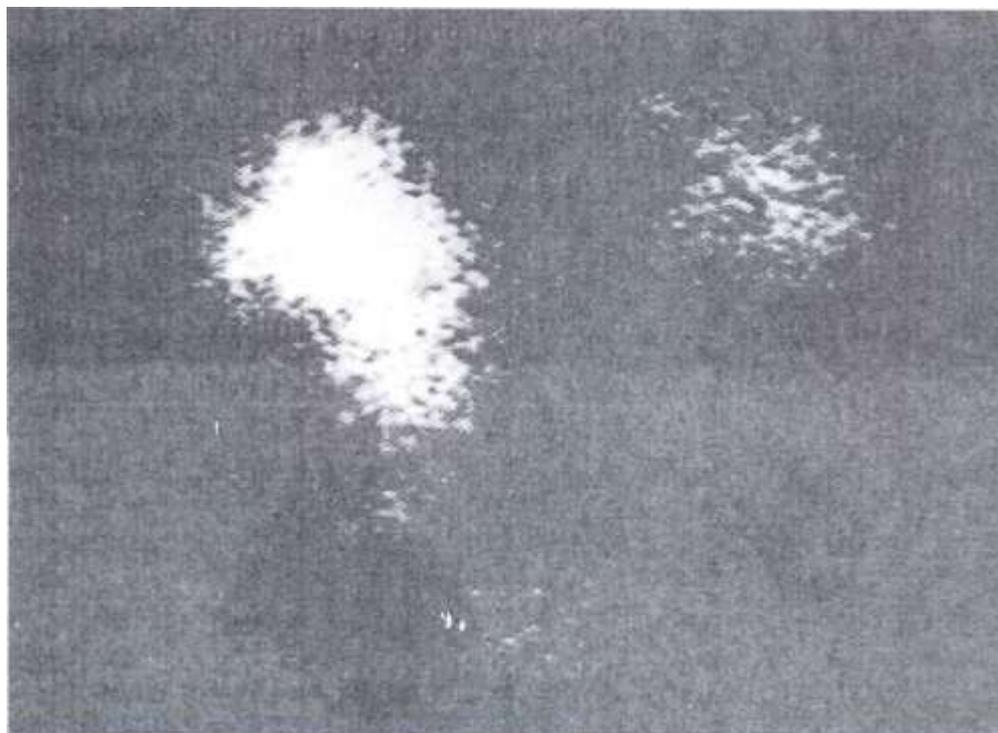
Нефросцинтиграмма. Снижение накопления препарата в паренхиме левой почки при гидронефрозе.
